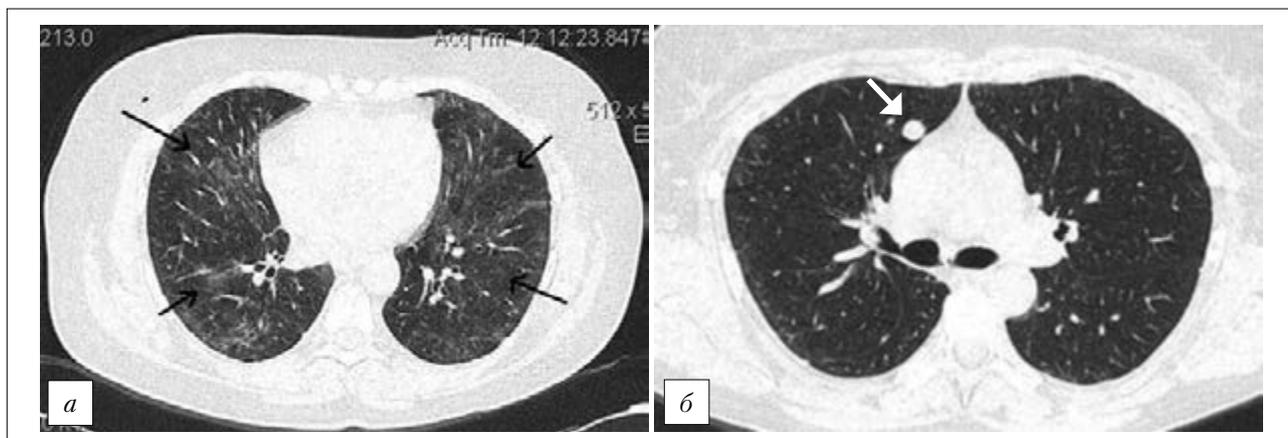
КТ органов грудной клетки больной С. (2012 год).
